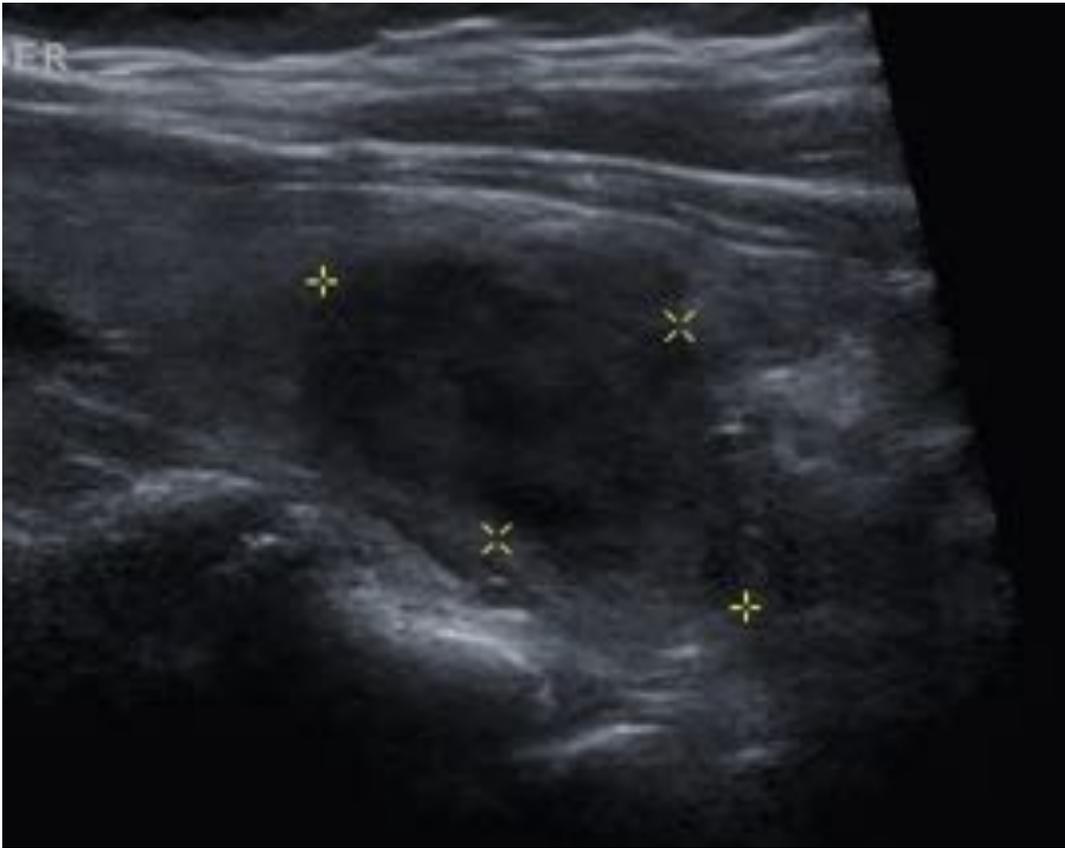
Ecografía tiroidea: nódulo hipoeoico heterogéneo de bordes irregulares, sugestivo de malignidad.
